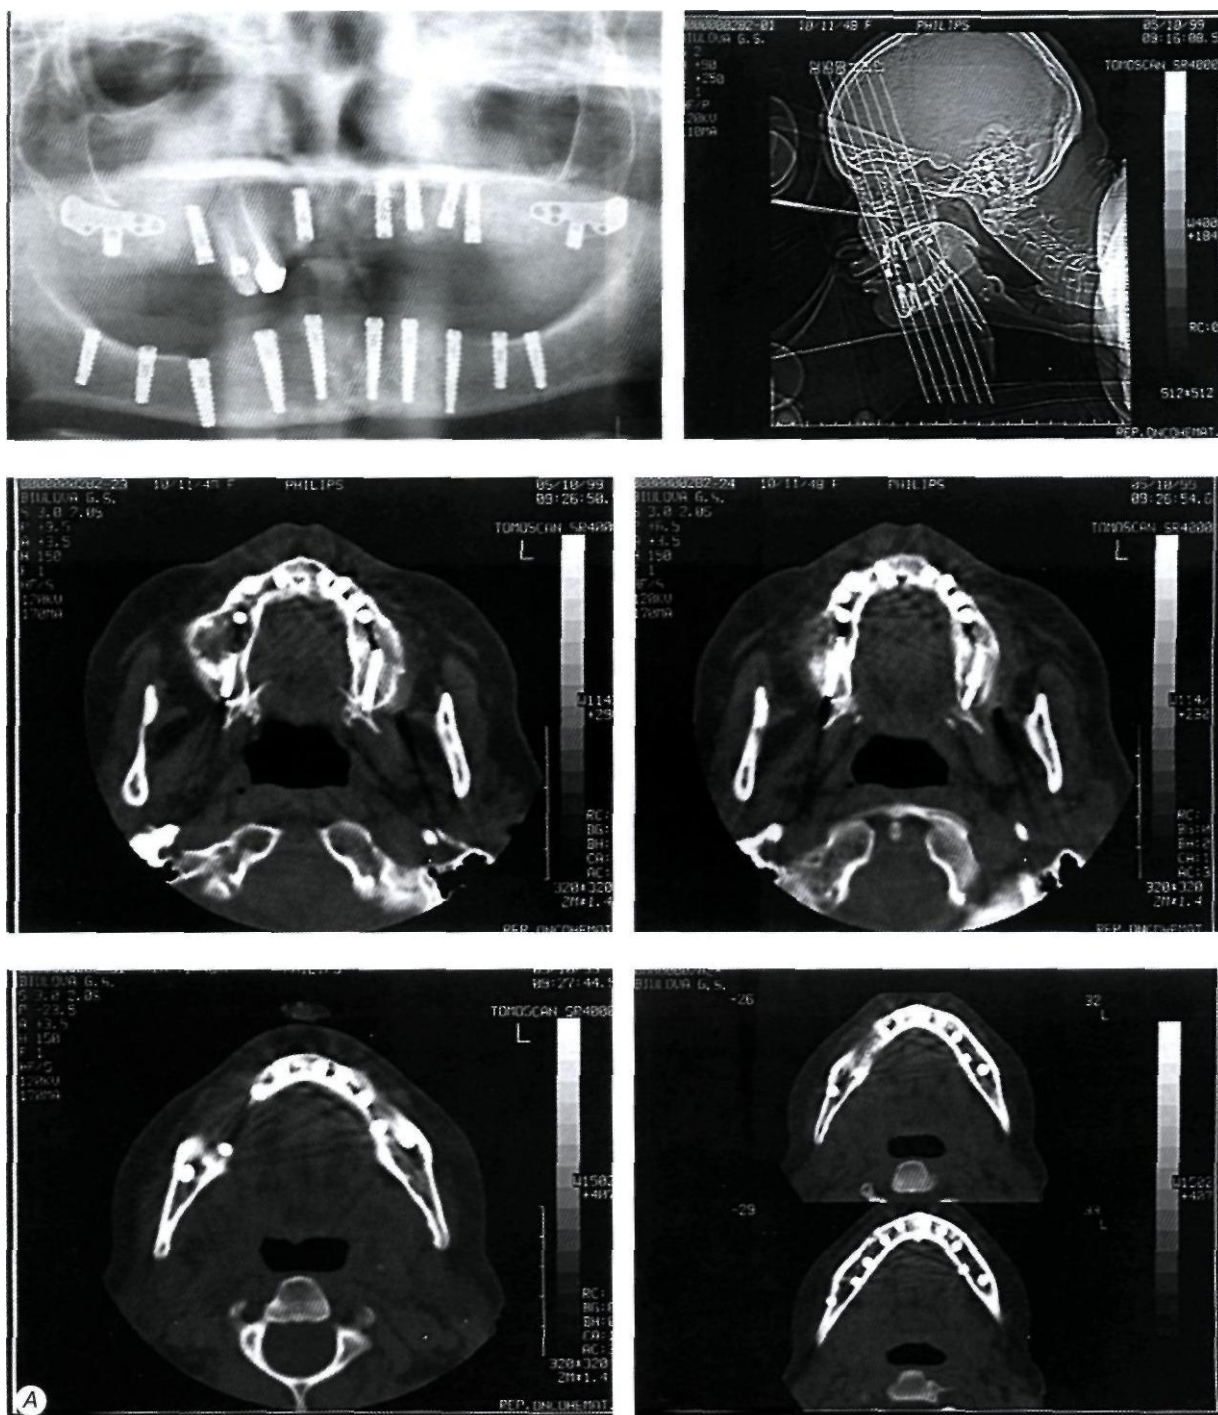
Данные рентгенологического обследования после имплантации (клинический пример 2):
